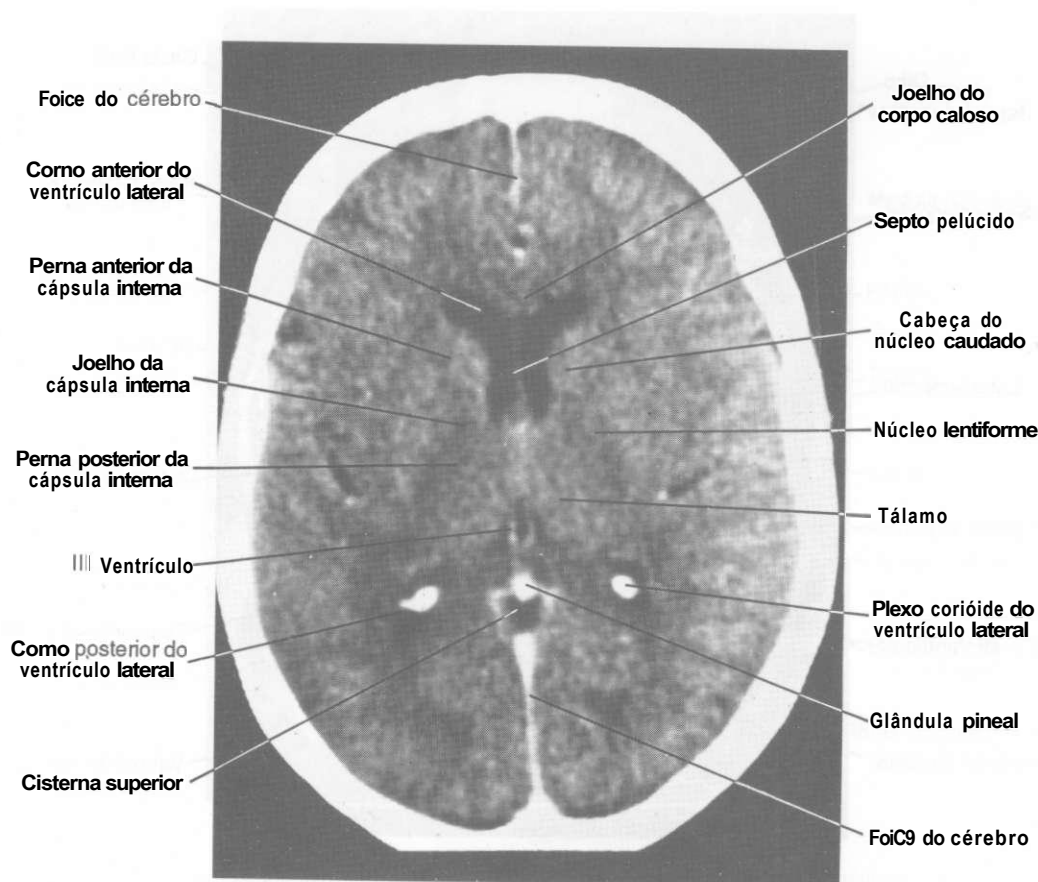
Tomografia computadorizada. Corte horizontal passando pelos núcleos da base. (Gentileza do Dr. José Antônio Rodrigues.)
